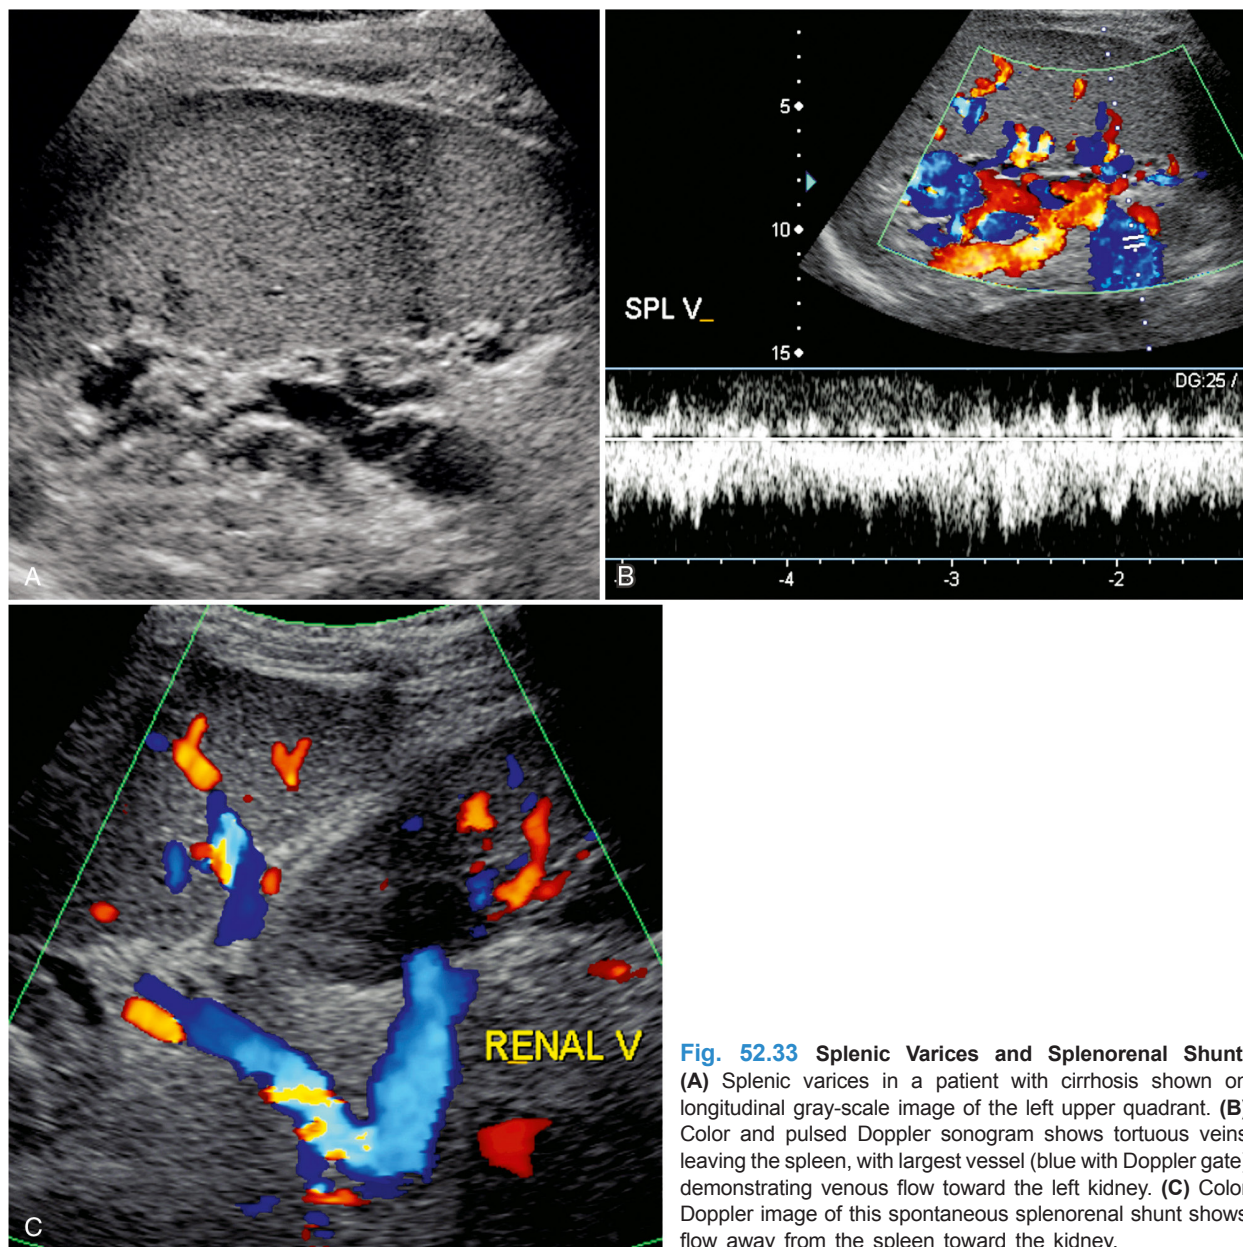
Splenic Varices and Splenorenal Shunt. (A) Splenic varices in a patient with cirrhosis shown on longitudinal gray-scale image of the left upper quadrant. (B) Color and pulsed Doppler sonogram shows tortuous veins leaving the spleen, with largest vessel (blue with Doppler gate) demonstrating venous flow toward the left kidney. (C) Color Doppler image of this spontaneous splenorenal shunt shows flow away from the spleen toward the kidney.
